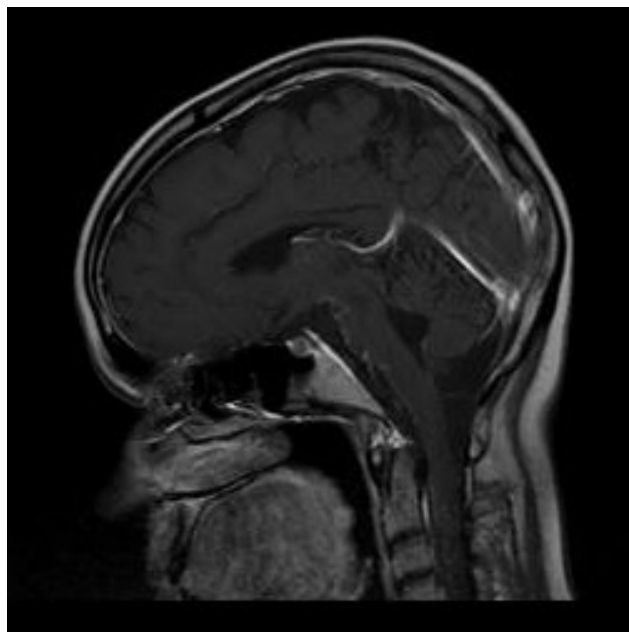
МРТ головного мозга. Февраль 2016 г. (после лечения глюкокортикостероидами): Т1ВИ с контрастным усилением, сагиттальная проекция — значительно менее выраженные фокусы накопления парамагнитного контрастного вещества по ходу оболочек головного мозга в тех же областях
